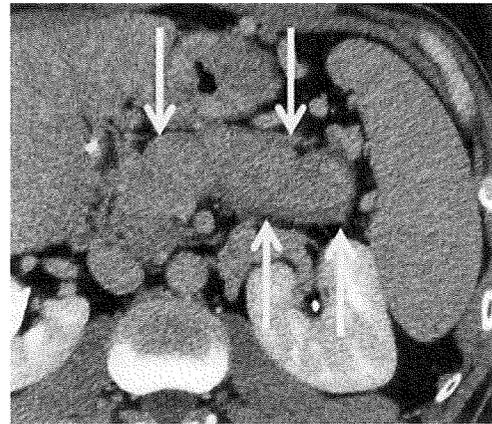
ダイナミックCT 平衡相。脾実質、被膜様構造(→)ともに遅延性に増強されている。
